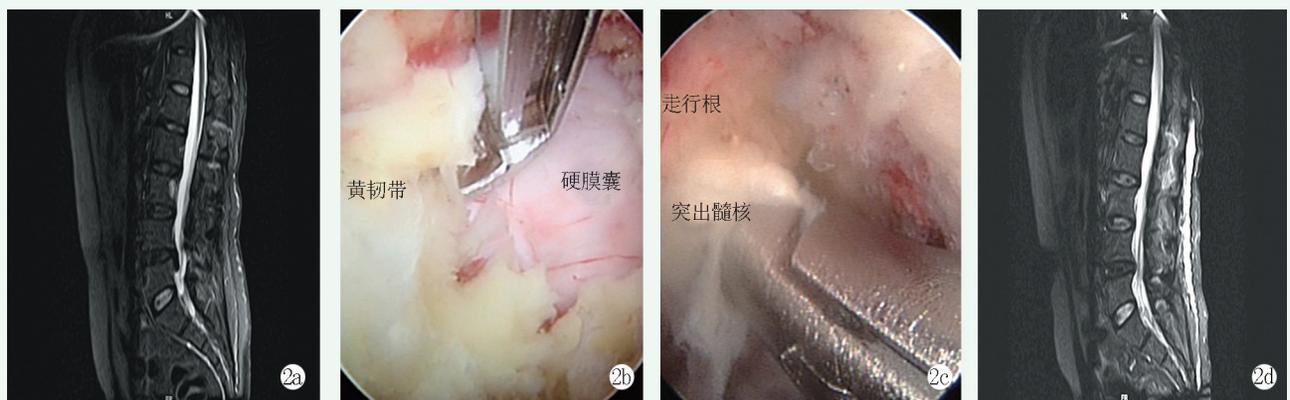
患者，男，52 岁，诊断 L_{4/5} 腰椎间盘突出，行 UIE 椎间盘切除 2a: 术前 MRI 矢状面，见 L_{3/4} 椎间盘退变，L_{4/5} 椎间盘突出，压迫硬膜囊和神经根 2b: UIE 镜下切除黄韧带 2c: 摘除突出髓核 2d: UIE 椎间盘切除术后 12 个月 MRI 示压迫解除，突出消失
